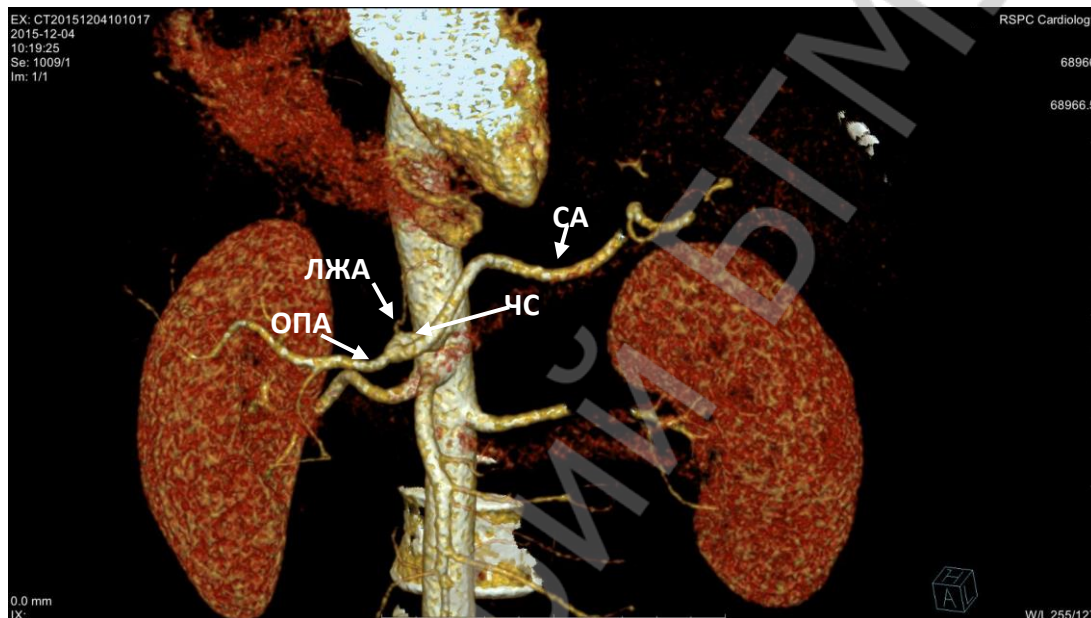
Раннее отхождение ЛЖА (компьютерная томография, 3D реконструкция)
